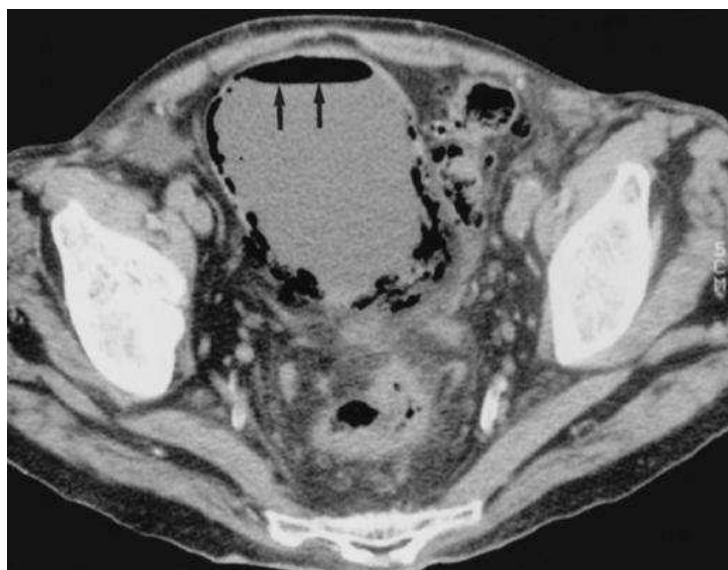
TDM pelvienne après injection de produit de contraste: Cystite emphysemateuse.
